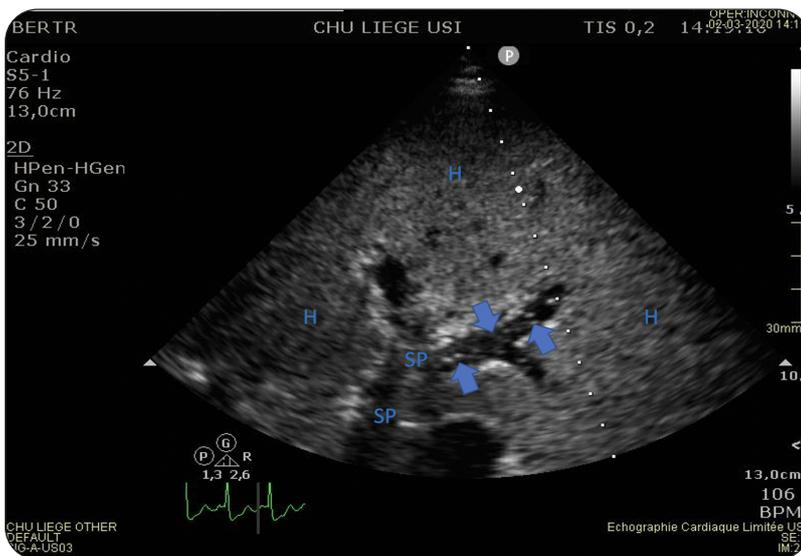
Échographie hépatique (H) avec présence de bulles d'air (flèches bleues) au niveau du système porte (SP).
